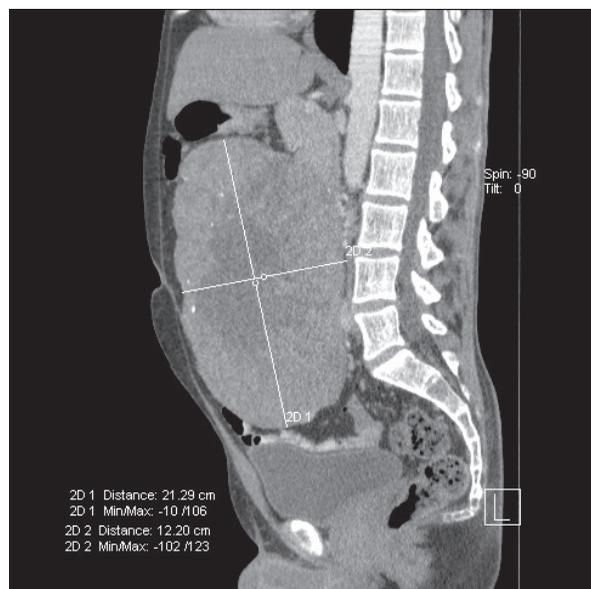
Imagem da TC pré-operatória - corte sagital.
